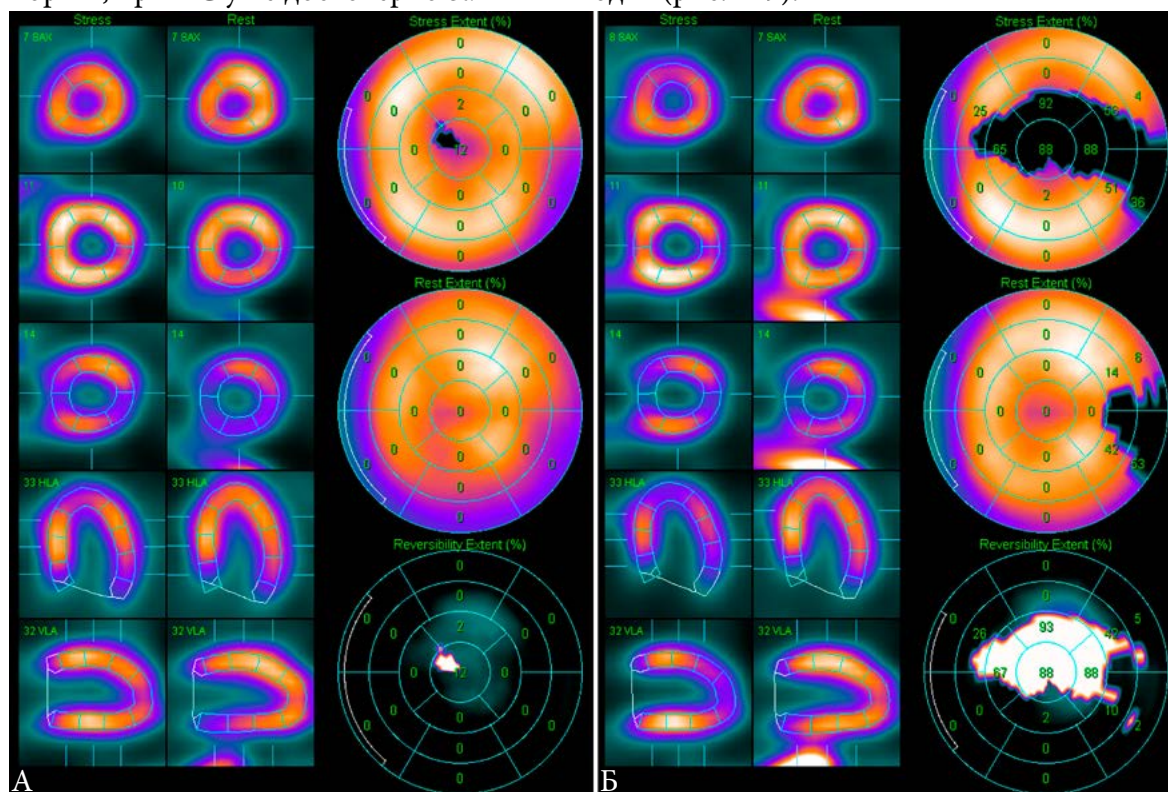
Данные перфузионной ОЭКТ миокарда в режиме «Extent» у пациента Ш. 86 лет. 20 лет назад была выполнена АКШ-МКШ, в течение последних 10 лет проводилось неоднократное повторное стентирование шунтов и КА. Текущее исследование перфузии миокарда связано с вновь возникшей стенокардией. А. пАС-изображения, определяется мелкоочаговый ПИКС нижебоковой локализации, данных за достоверную преходящую ишемию миокарда не выявляется. SRS=0, SSS=2, SDS=2. Б. АС-изображения, четко визуализируется выраженная преходящая ишемия в бассейне ПНА. SRS=4, SSS=16, SDS=12. При последующей КАГ выявлена окклюзия стента в ПНА
